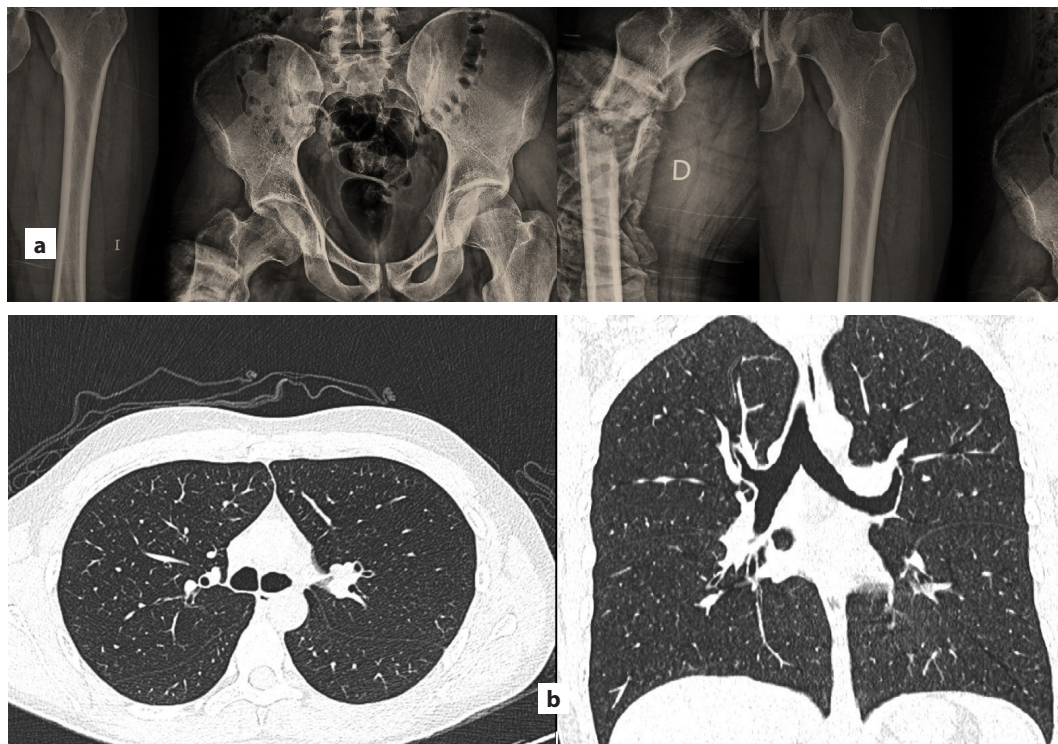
a. Radiografías de pelvis y bilaterales de fémur en proyecciones anteroposterior, que muestra la fractura de fragmentos múltiples de la diáfisis en el tercio proximal del fémur derecho, desplazada en varo, con engrosamiento y reacción perióstica de la cortical en «triángulo de Codman» con densidad heterogénea y áreas radiolúcidas centrales mal definidas. b. Tomografía axial computarizada de tórax.
